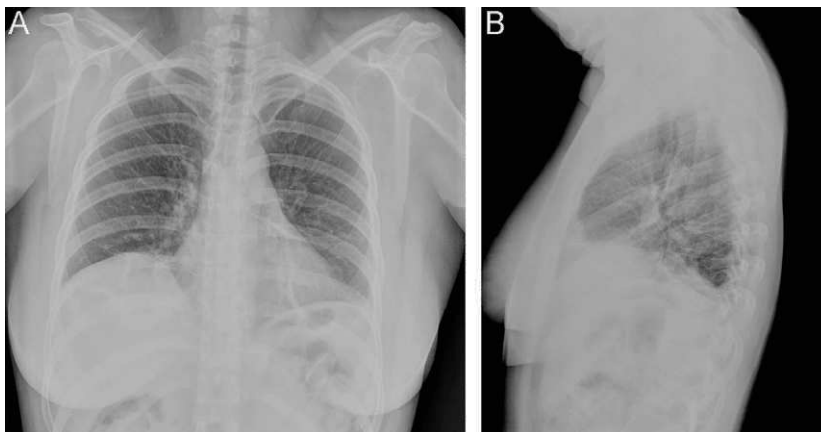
Radiografía de tórax simple. A: frente. B: perfil.
